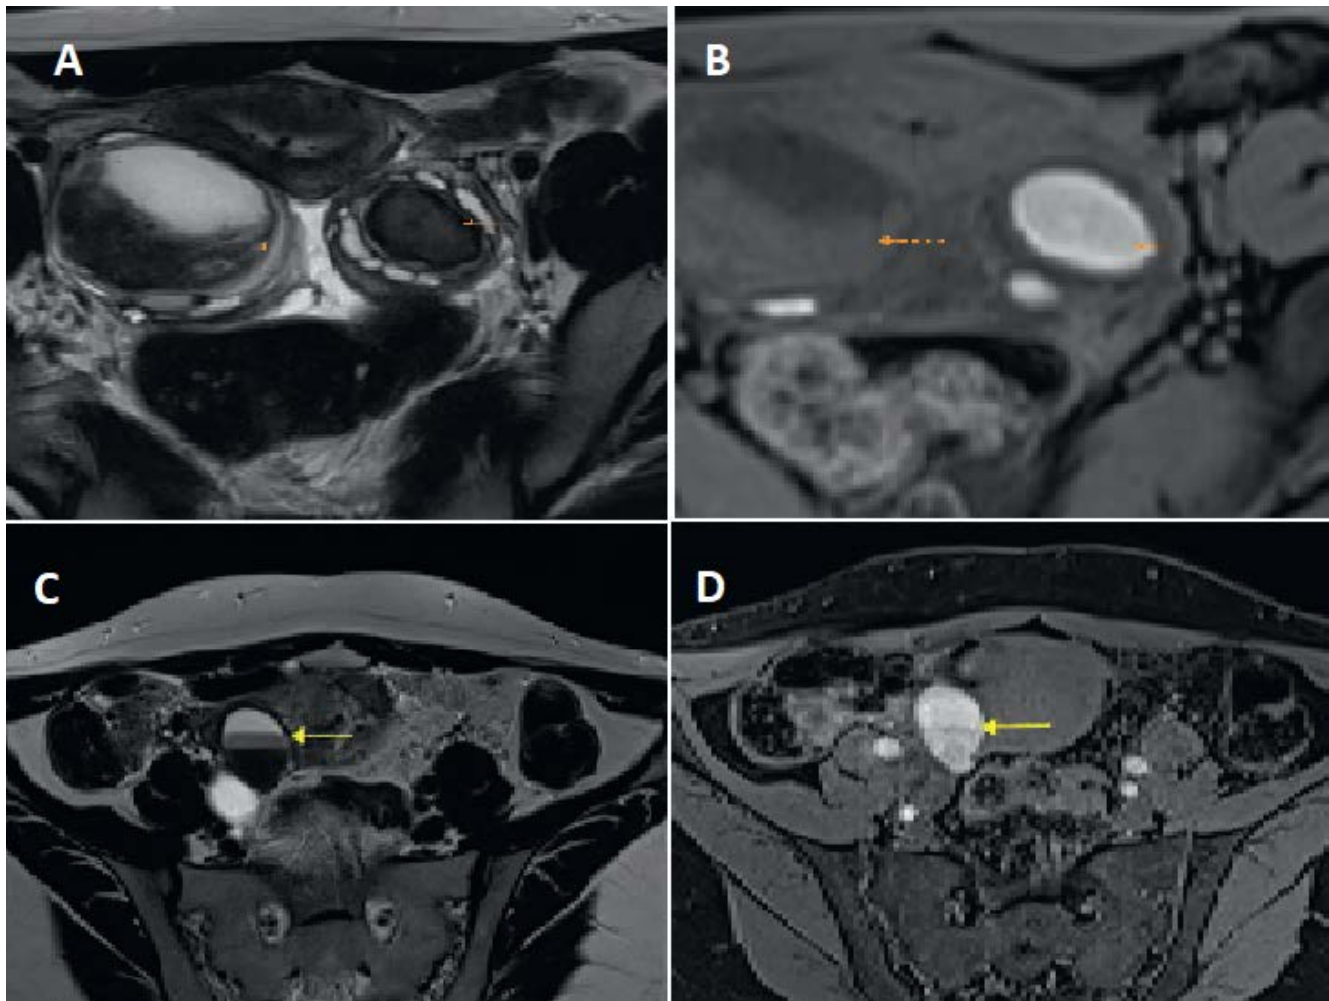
Kyste endométriosique : aspects typiques en IRM. A. Coupe axiale T2 : kyste rétro-utérin en hyposignal (flèche pleine), entouré d'une couronne de follicules hyperintenses de même signal que la vessie ou le LCS. Sur la même coupe, kyste plus hétérogène de l'ovaire droit (flèche pointillée). B. Coupe axiale T1 FAT SAT : le kyste à contenu hématique apparaît hyperintense (flèche pleine) en saturation de graisse alors que les follicules sont en hyposignal. Notez que le kyste ovarien droit (flèche pointillée) est nettement moins hyperintense en T1 ce qui est en faveur d'un kyste fonctionnel hémorragique. C et D. Autre patiente, notez les niveaux de sédimentations d'âges différents bien visible en T2. (105)
